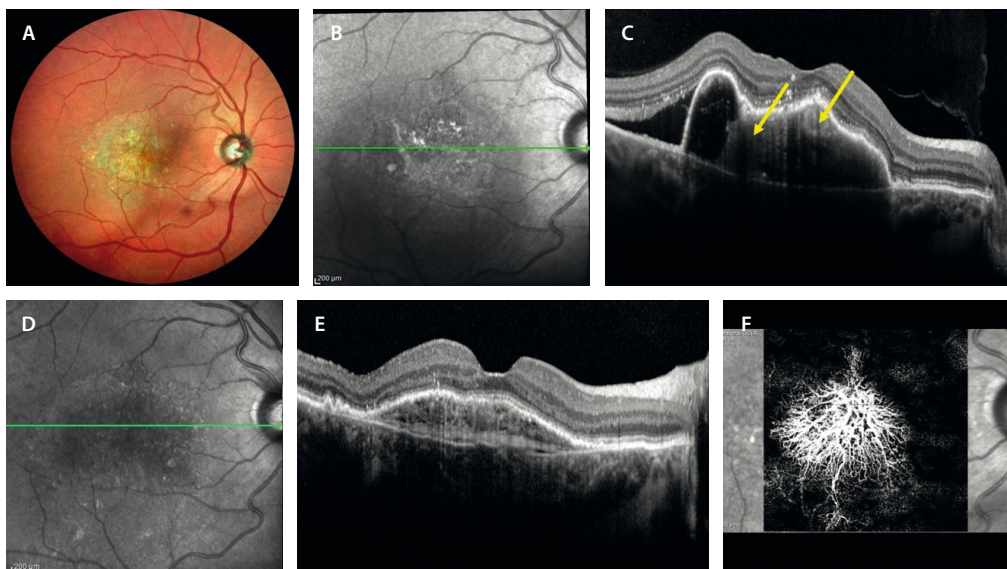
Desprendimiento del epitelio pigmentario de la retina fibrovascular como presentación de una membrana neovascular de tipo 1. A) La retinografía multicolor demuestra la presencia de una lesión que ocupa todo el polo posterior con cambios en el epitelio pigmentario de la retina. B) La imagen cercana a la infrarroja permite delimitar esa lesión como un área hiporreflectiva con cambios hiperreflectivos aislados. C) En la tomografía de coherencia óptica se aprecia un desprendimiento del epitelio pigmentario de la retina serosa con contenido heterogéneo (observar las áreas hiperreflectivas señaladas con las flechas que hacen referencia a los parches de neovasos dentro del desprendimiento), de gran altura y con un techo irregular (ofreciendo riesgo de rotura pretratamiento). Asocia fluido subretiniano. D) y E) Imagen cercana a la infrarroja y tomografía de coherencia óptica postratamiento, respectivamente. Se evidencia desaparición del fluido subretiniano y cómo los vasos se reagrupan dentro del desprendimiento del epitelio pigmentario de la retina, dando lugar a un desprendimiento del epitelio pigmentario de la retina fibrovascular a modo de «multicapa». F) La imagen *en face* de la angiografía por tomografía de coherencia óptica demuestra una membrana neovascular grande y extensa. Este tipo de membrana se va volviendo muy madura con el tratamiento.
